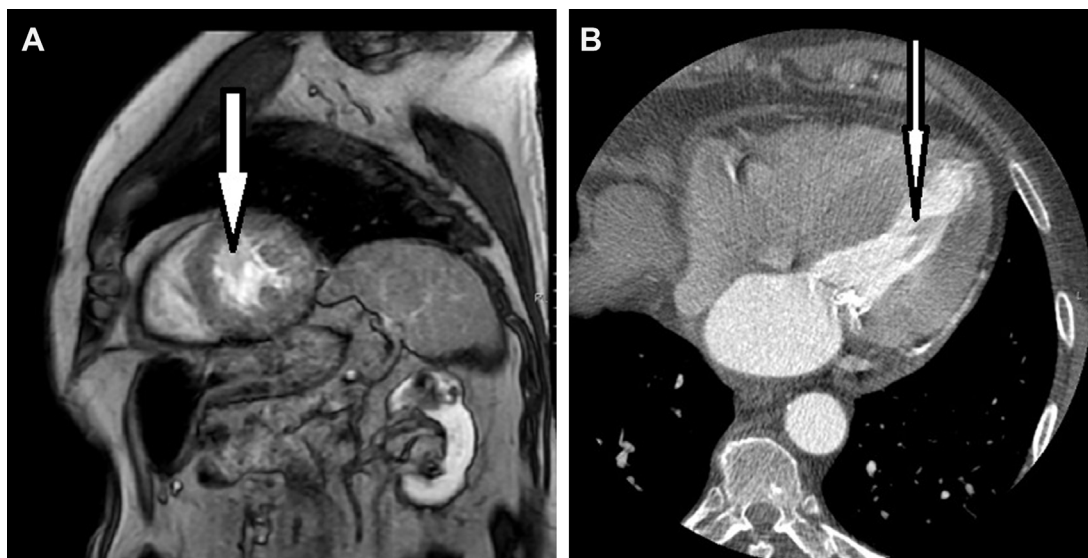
A) RMC, corte sagital. Se observa masa a nivel de septo del ventrículo izquierdo que no capta contraste. B) TAC cardíaco. Corte axial. Se observa imagen compatible con masa a nivel de septo de ventrículo izquierdo.
